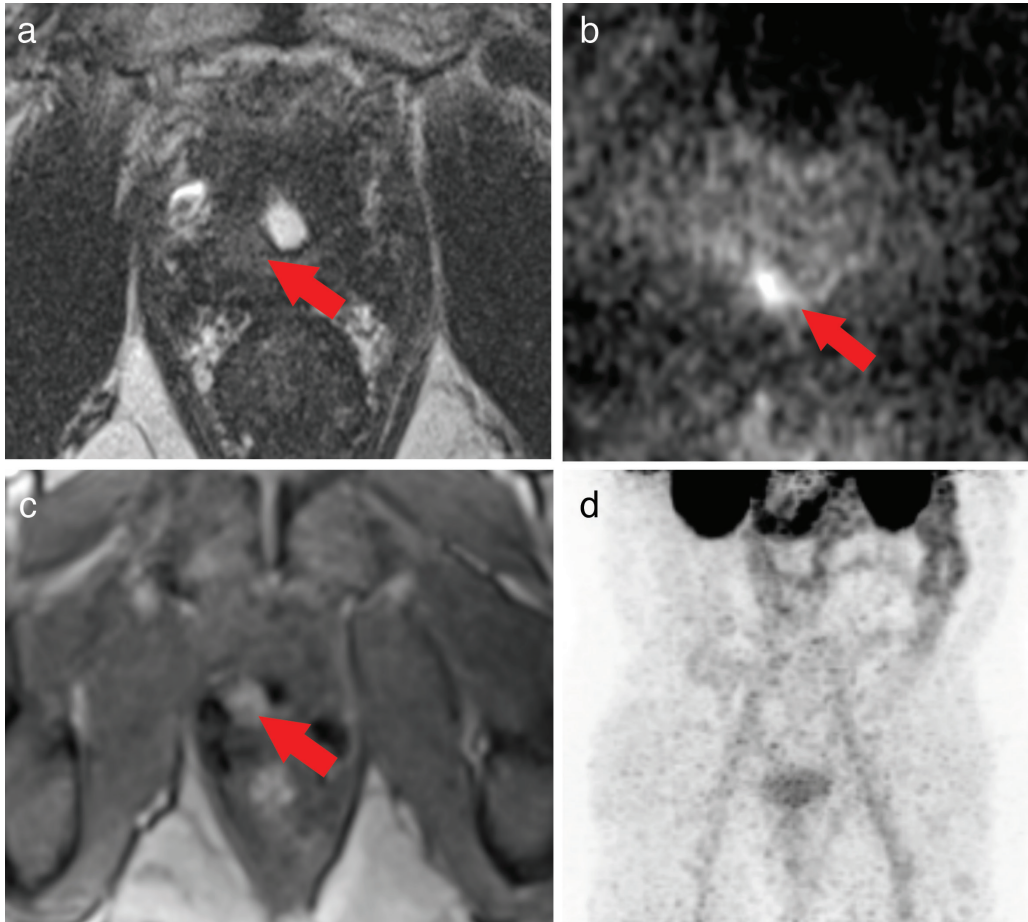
Radikal Prostatektomi (RP) sonrası prostat lojunda nüks tümör; T2 ağırlıklı manyetik rezonans (MR) imajda (a) ve difüzyon sekansında (b) hiperintens, ADC haritalamasında (c) hipointens olarak izleniyor. Ga-68 prostate-specific membrane antigen (PSMA) pozitron emisyon tomografisi-MR (PET/MR) füzyon imajında (d) lezyonda belirgin PSMA tutulumu gözlenmektedir (Not: Ga-68 PSMA PET/MR füzyon imajı Cerrahpaşa Üniversitesi Nükleer Tıp Anabilim Dalı arşivinden alınmıştır)
